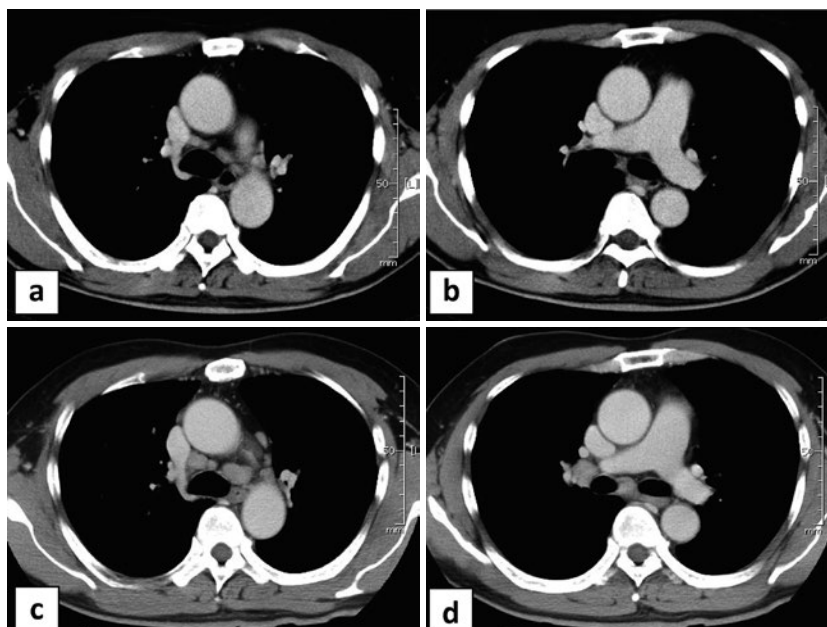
胸部CT所見（縦隔条件）. (a, b) 2011年4月，横行結腸癌術前．明らかなリンパ節腫大は認めなかった．(c, d) 2012年2月，当科紹介時．縦隔リンパ節と右肺門リンパ節の腫大を認めたが肺野には明らかな異常はなかった．
